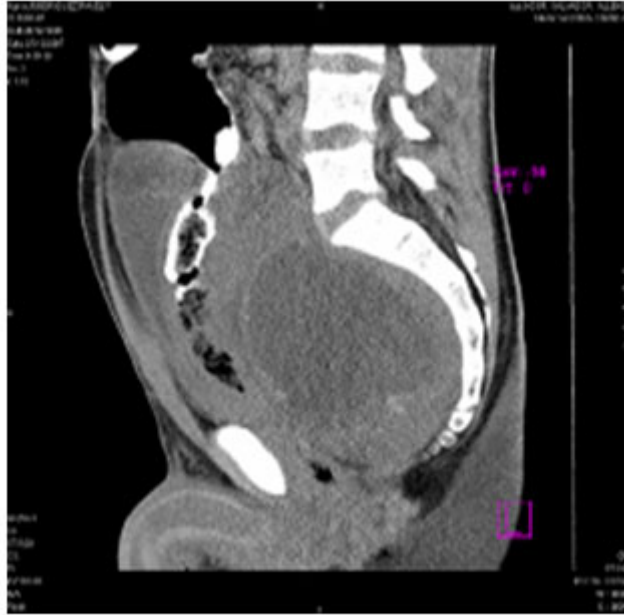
TC con contraste por vía endovenosa.
